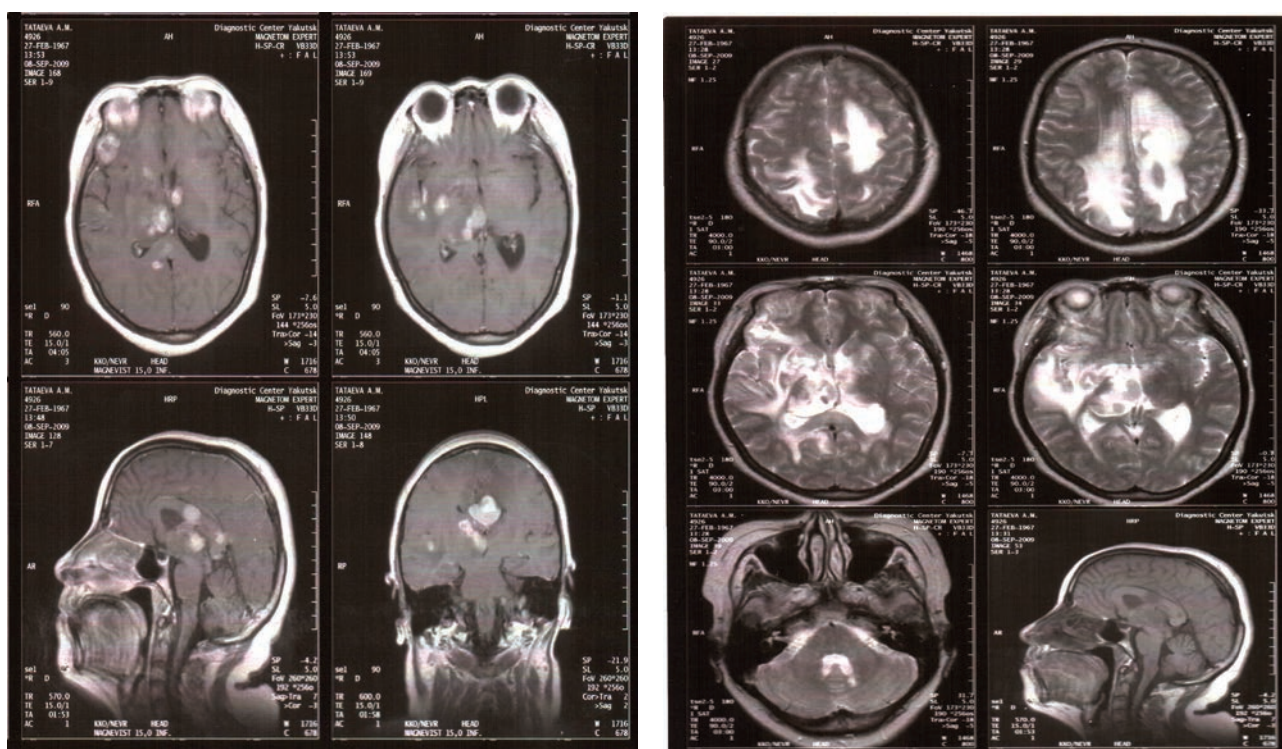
МРТ головного мозга от октября 2009 г. (а) – признаки рецидивирующего прогрессирующего геморрагического энцефаломиелита, активная фаза. Без существенной динамики от сентября 2009 г. (б)
